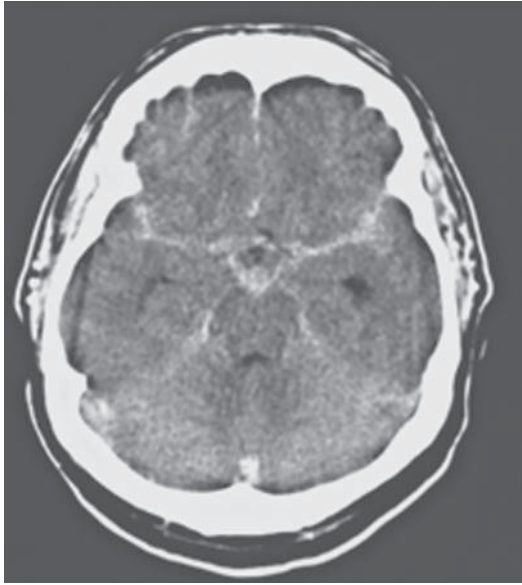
Hemorragia subaracnoidea. Tomografía axial computarizada simple en un paciente con hemorragia subaracnoidea. Nótese el compromiso de las cisternas cerebrales, con realce en la cisura de Silvio y la cisterna perimesencefálica. Cortesía del Servicio de Imágenes Diagnósticas, Fundación Santa Fe de Bogotá; Bogotá, Colombia.
